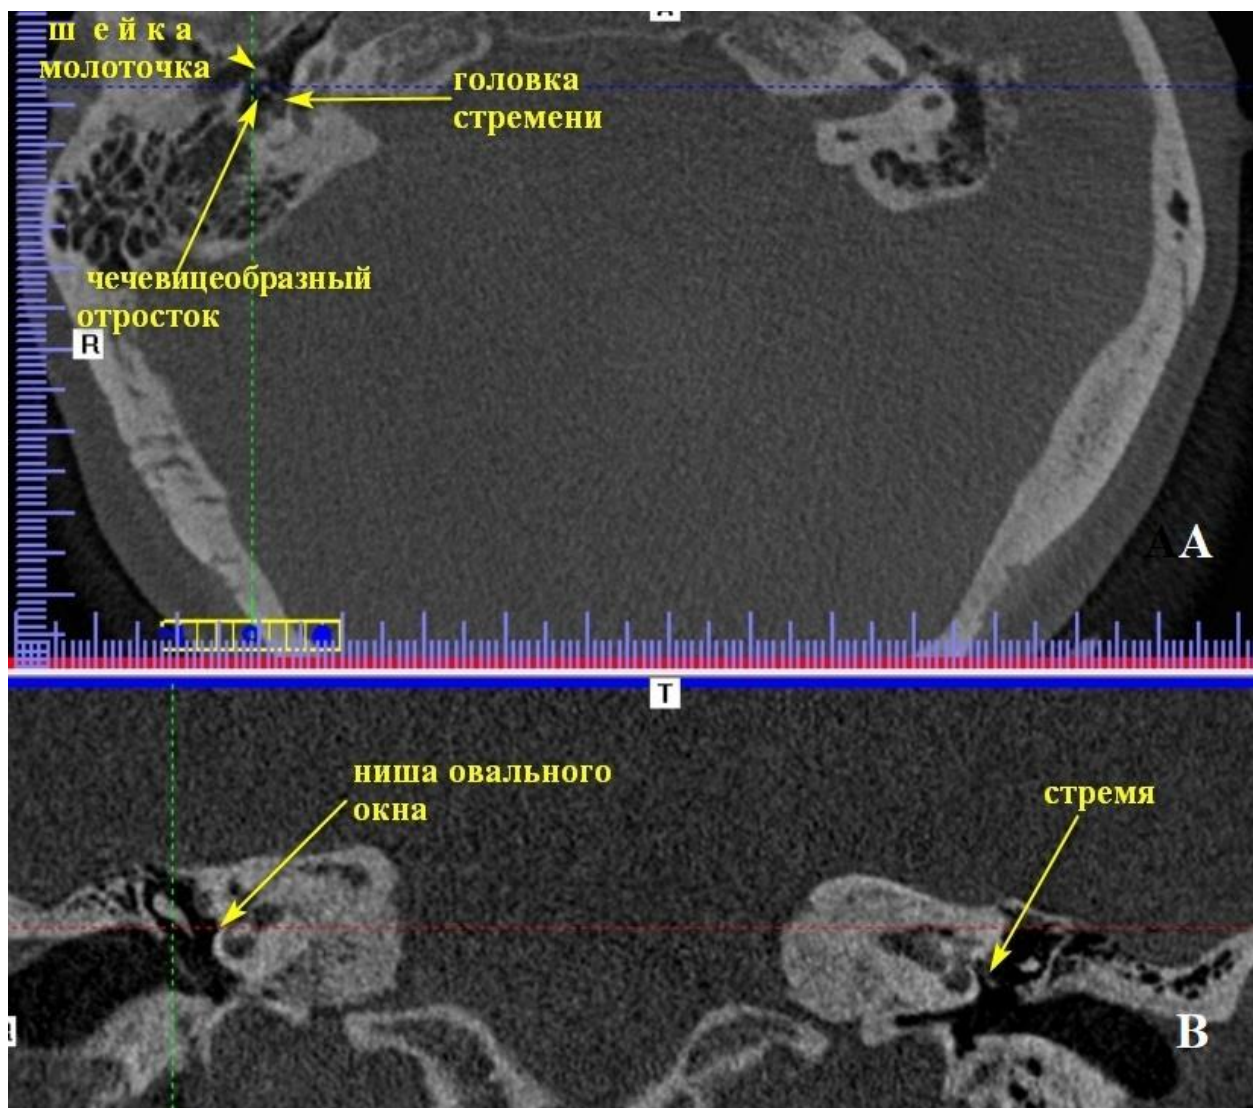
Конусно-лучевая компьютерная томография, многоплоскостная реконструкция, аксиальная проекция: «две точки», видимые позади шейки молоточка, представлены чечевицеобразным отростком и головкой стремени визуализируются в норме
